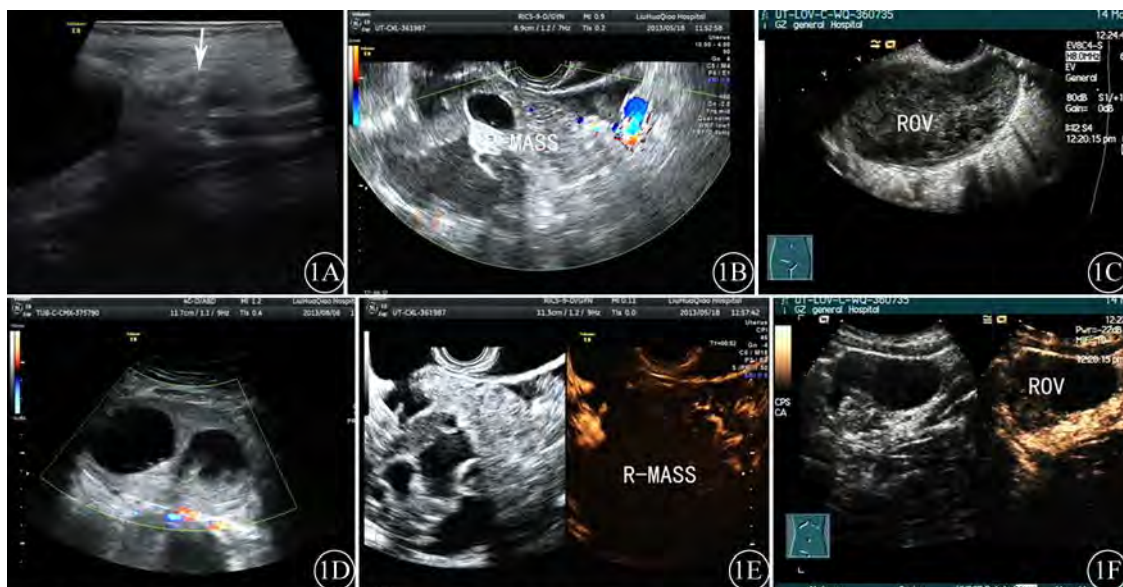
1A: 卵巢肿瘤扭转的蒂部, 箭头示“漩涡征”; 1B: 右侧卵巢浆液性囊腺瘤合并蒂扭转, CDFI显示内见点状血流信号; 1C: 右侧卵巢扭转, 卵巢体积增大, 形态饱满规则, 边界整齐清晰, 回声偏低、不均匀; 1D: 卵巢肿瘤扭转后囊壁厚, CDFI显示内未见血流信号; 1E: 超声造影显示肿瘤内部无增强; 1F: 超声造影显示卵巢内大部无增强, 局部呈低增强, 延迟期呈明显低增强
